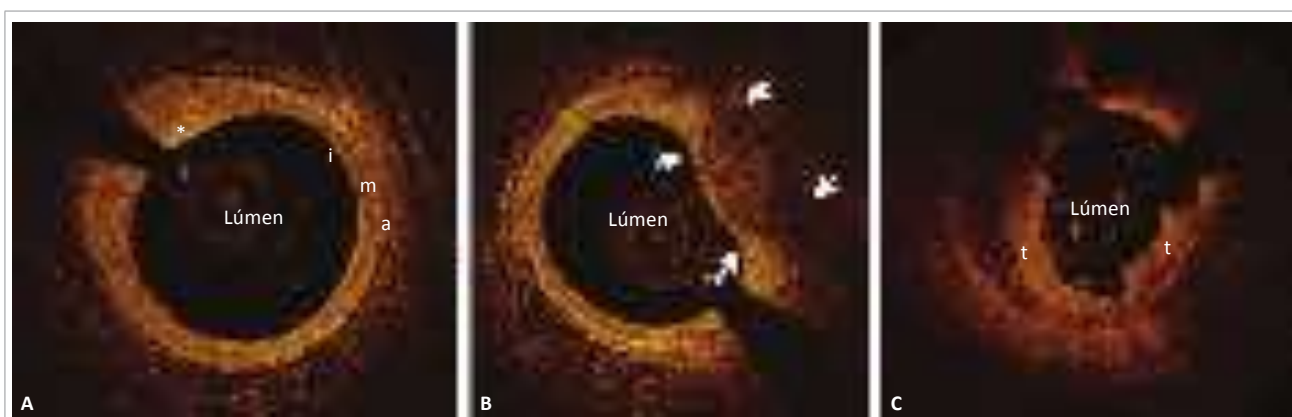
Imagens de artéria coronária humana mediante tomografia de coerência óptica (OCT) por cateter *in vivo*. (A) Espessamento intimal por aterosclerose (*) com remodelamento excêntrico do vaso. (B) Aterosclerose com nódulos calcificados (setas) e protrusão para o lúmen, separados por capa fibrosa fina de aproximadamente 40 μ m, passível de erosão denotando maior vulnerabilidade da placa. (C) Fibroateroma de capa fina com rotura e formação de trombo recente em paciente com IAM.
